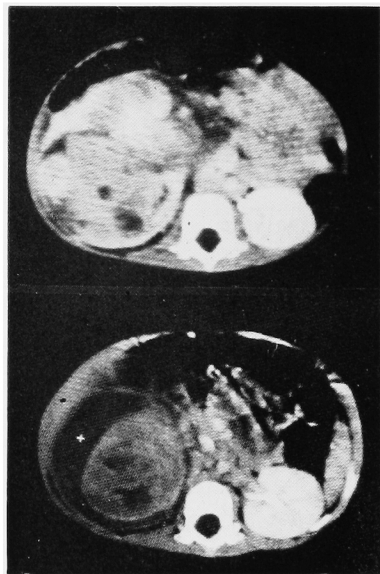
a; Computed tomography before radiation and chemotherapy. The large renal tumor located in the right retroperitoneal space. b; Size of tumor decreased after radiation and chemotherapy.
